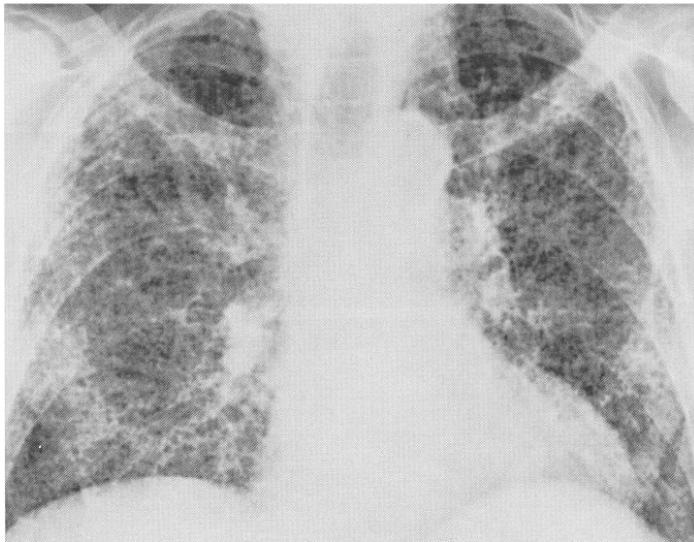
Patrón intersticial bilateral en Radiografía
